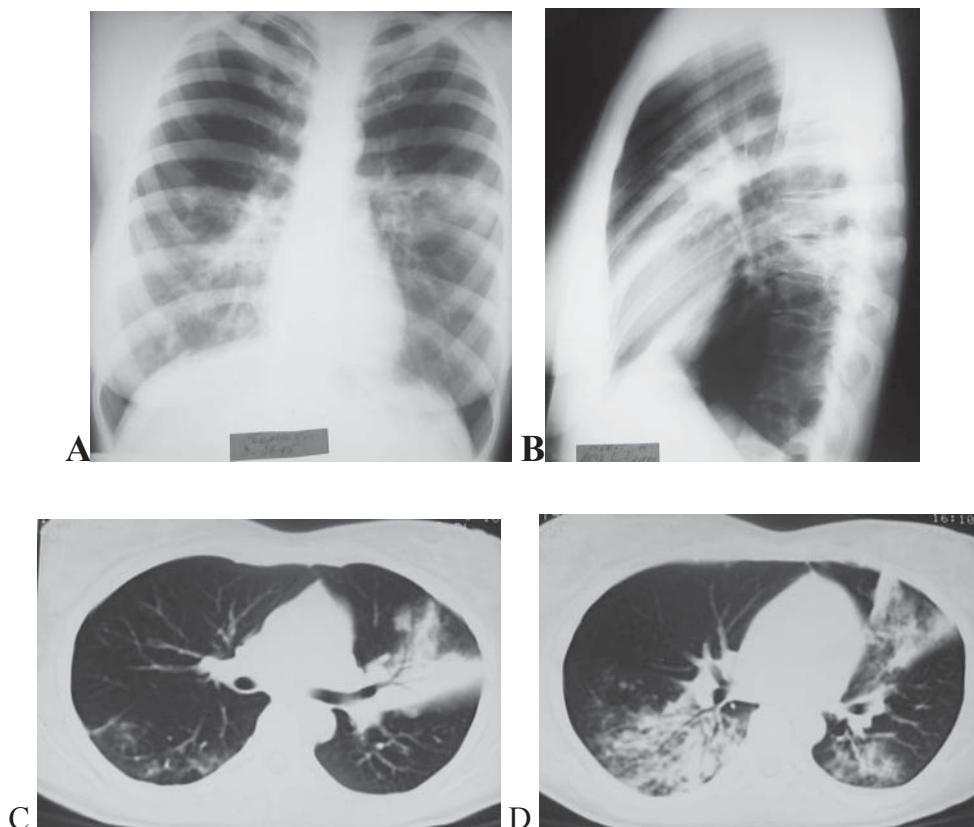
Examenul radiologic și CT în PC prin legionelă și micoplasmă.
